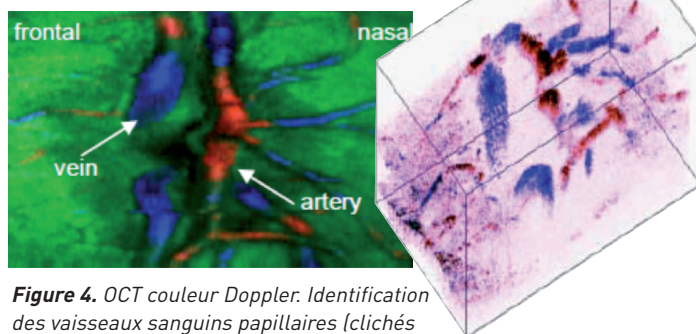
OCT couleur Doppler. Identification des vaisseaux sanguins papillaires (clichés dus à l'amabilité du Pr Rainer Leitgeb, Center for Biomedical Engineering and Physics, Vienne et Laboratoire d'optique biomédicale, École polytechnique fédérale de Lausanne).
